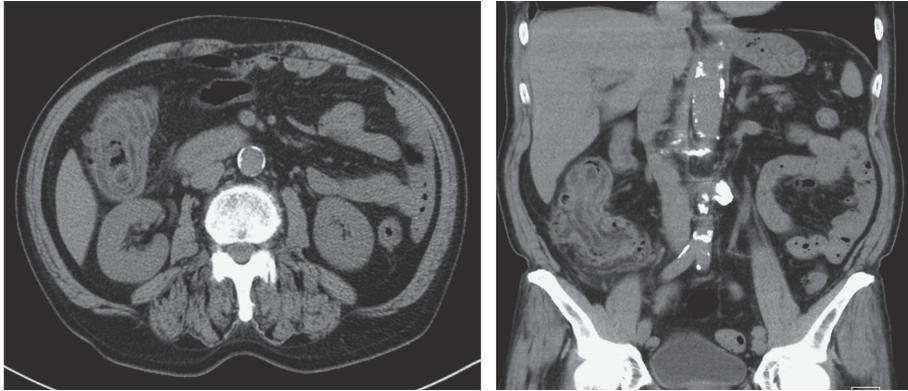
腹部 CT 検査（1 年前，右側腹部痛・下血）
